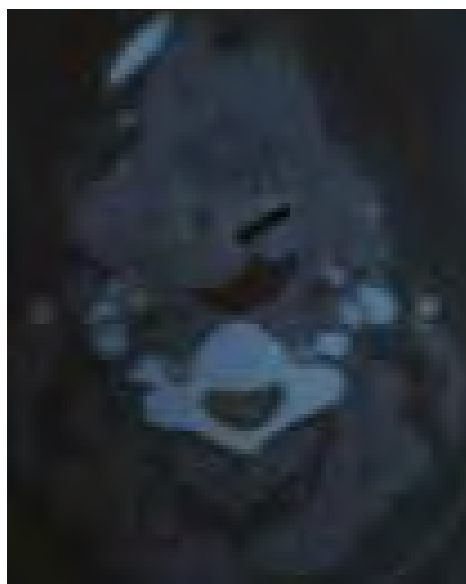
Tomografía contrastada corte axial a nivel de la base de la lengua. La flecha negra señala la región de las amígdalas linguales con hipertrofia.
